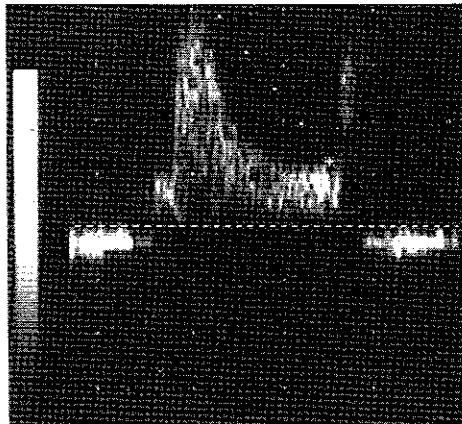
A gauche : échographie duplex rénale. Augmentation de l'index de résistivité au niveau d'une artère rénale segmentaire RI = 0,86. A droite : évolution favorable de la circulation périphérique RI = 0,73.
